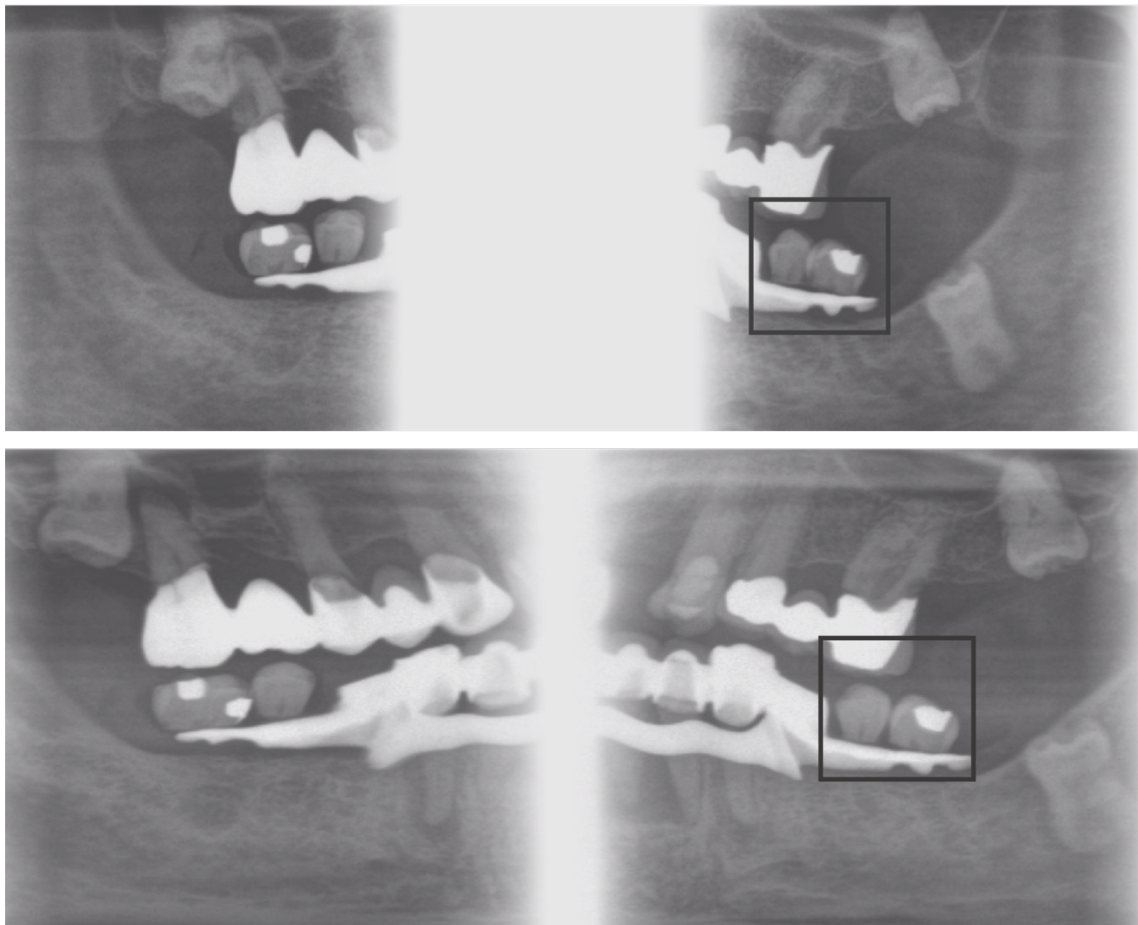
Aufnahme angefertigt mit dem *Bitewing+*-Programm: Oberer Abbildungsteil zeigt die überlagerten Approximalräume der Zähne im 3. Quadranten, darunter folgende Aufnahme stellt das „Auseinanderziehen der Approximalkontakte“ nach Veränderung des Betrachtungswinkels derselben Aufnahme dar. (Dargestellte Aufnahme war nicht Teil der Studie, sondern wurde vorab mit Prothesen aus extrahierten Zähnen angefertigt.)
